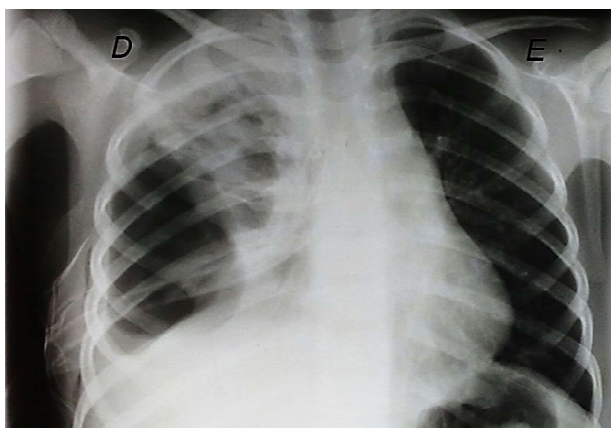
Radiografia de tórax PA\*<sup>7</sup> Fonte: O autor.
